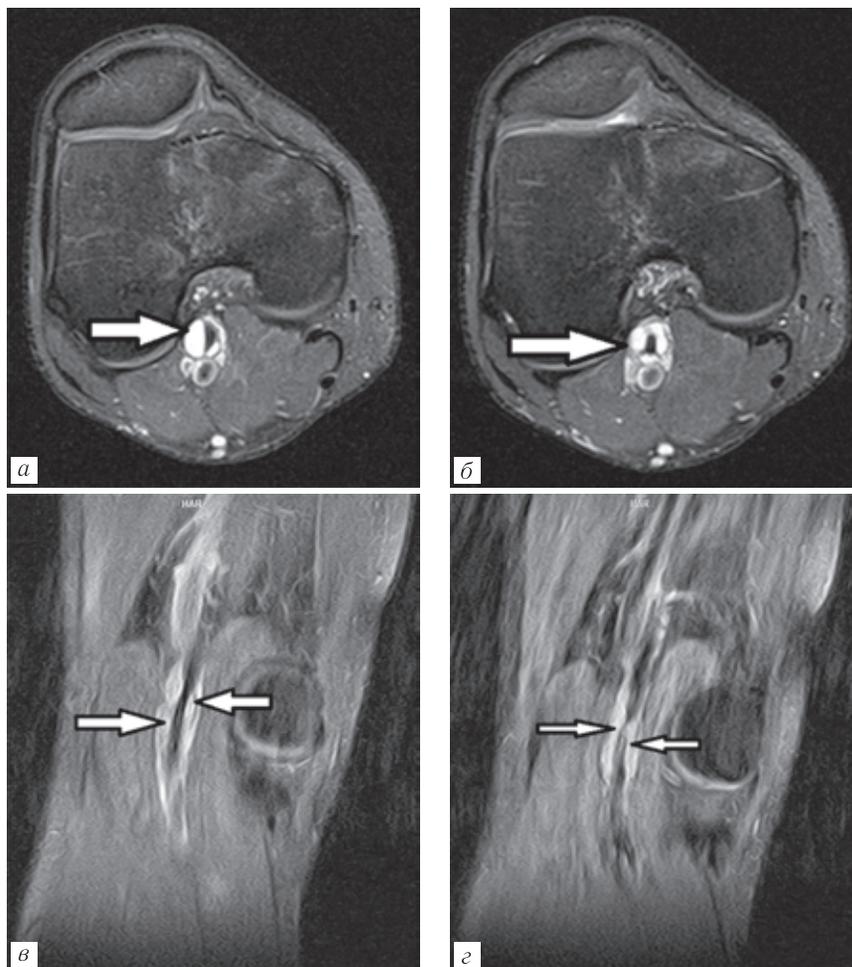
МРТ правого коленного сустава в аксиальной (а, б) и фронтальной (в, г) плоскостях: муфтообразные кисты адвентиции правой подколенной артерии, стенозирующие ее просвет (стрелки)
